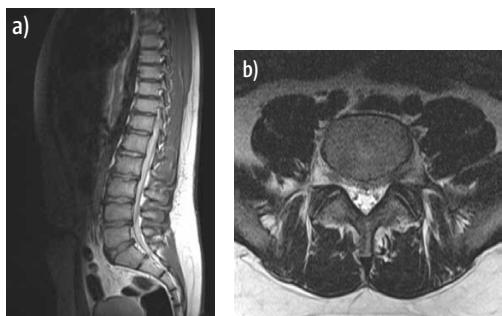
a, b Altersuntypische polysegmentale lumbale Veränderungen im MRT bei einem übergewichtigen 14-jährigen Jungen (BMI 30,4), der aufgrund akuter Schmerzen mit neurologischen Ausfällen im Sinne einer Claudicatio spinalis stationär zugewiesen wurde.
